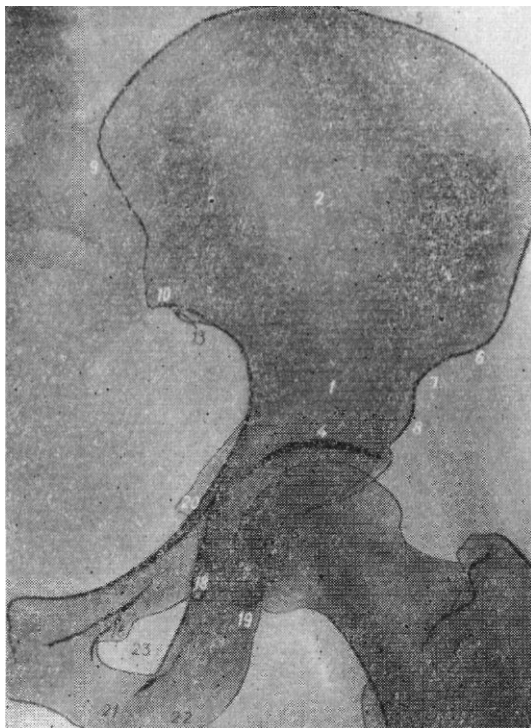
Прицельная рентгенограмма половины таза в прямой задней проекции.
